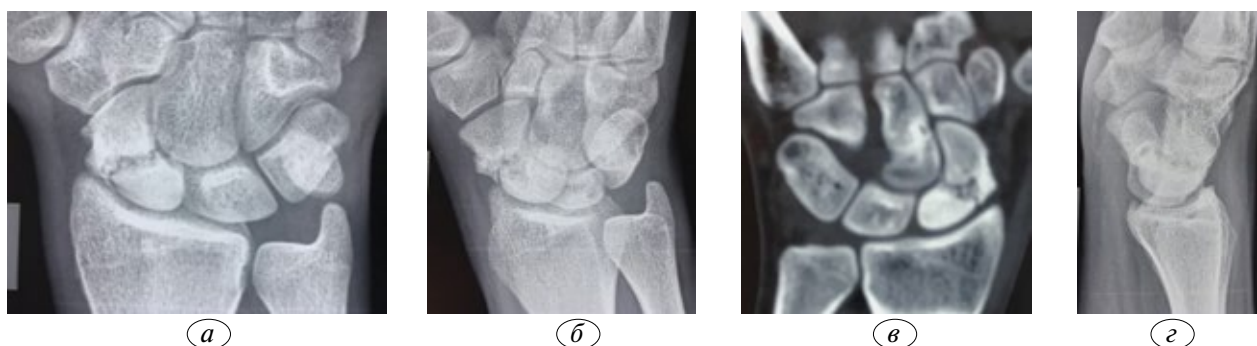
Пациент К., 19 лет. Диагноз: ложный сустав ладьевидной кости правой кисти. *a* — рентгенограмма в прямой проекции; *б* — рентгенограмма в $\frac{3}{4}$; *в* — рентгенограмма в боковой проекции; *г* — компьютерная томография.
